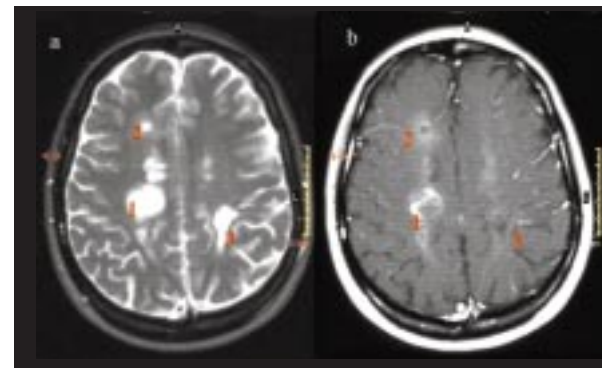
6 Mittels verschiedener Kernspintomographie-Techniken lassen sich Schrankenstörungen nachweisen: unterschiedlich stark ausgeprägte Störungen deuten hier auf die Krankheitsaktivität bei Multipler Sklerose hin. a: höhere Wasseranteile in den Herden 1,2 und 3 b: Nachweis einer ausgeprägten Schrankenstörung (Herd 1) und einer leichten Schrankenstörung (Herd 2) sowie eine funktionierenden Blut-Hirn-Schranke bei Herd 3
